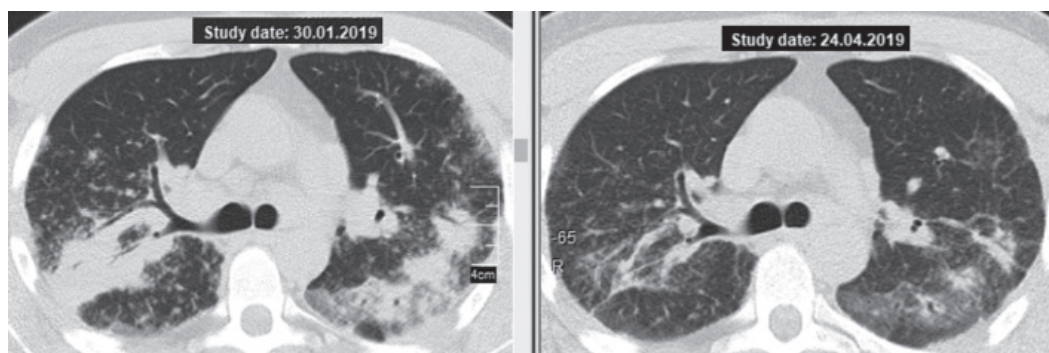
Пацієнт С., 27 років, саркоїдоз легень, II стадія, атипова форма — множинні масивні консолідації в обох легенях, респіраторна недостатність (MRC 3); КТ ОГП (аксіальний зріз на рівні біфуркації трахеї): зліва — до лікування, праворуч — регресія через 3 міс лікування метотрексатом (15 мг/тиждень)
